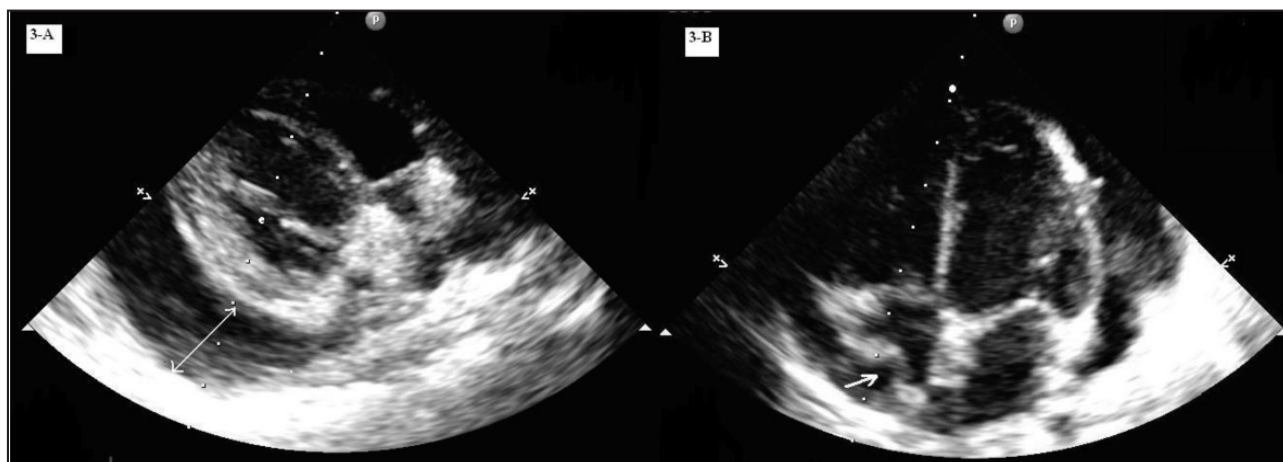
Ecocardiografia 2D. A l'eix paraesternal llarg (3-A), l'ecocardiografia mostra un vessament pericàrdic de 20 mm de gruix (fletxa blanca), amb engruiximent del pericardi visceral i parietal. A l'eix apical (3-B) s'observa el col·lapse de l'aurícula dreta durant l'inspiració (fletxa blanca), per la disminució del retorn venós sistèmic i l'augment de la pressió intrapericàrdica.
